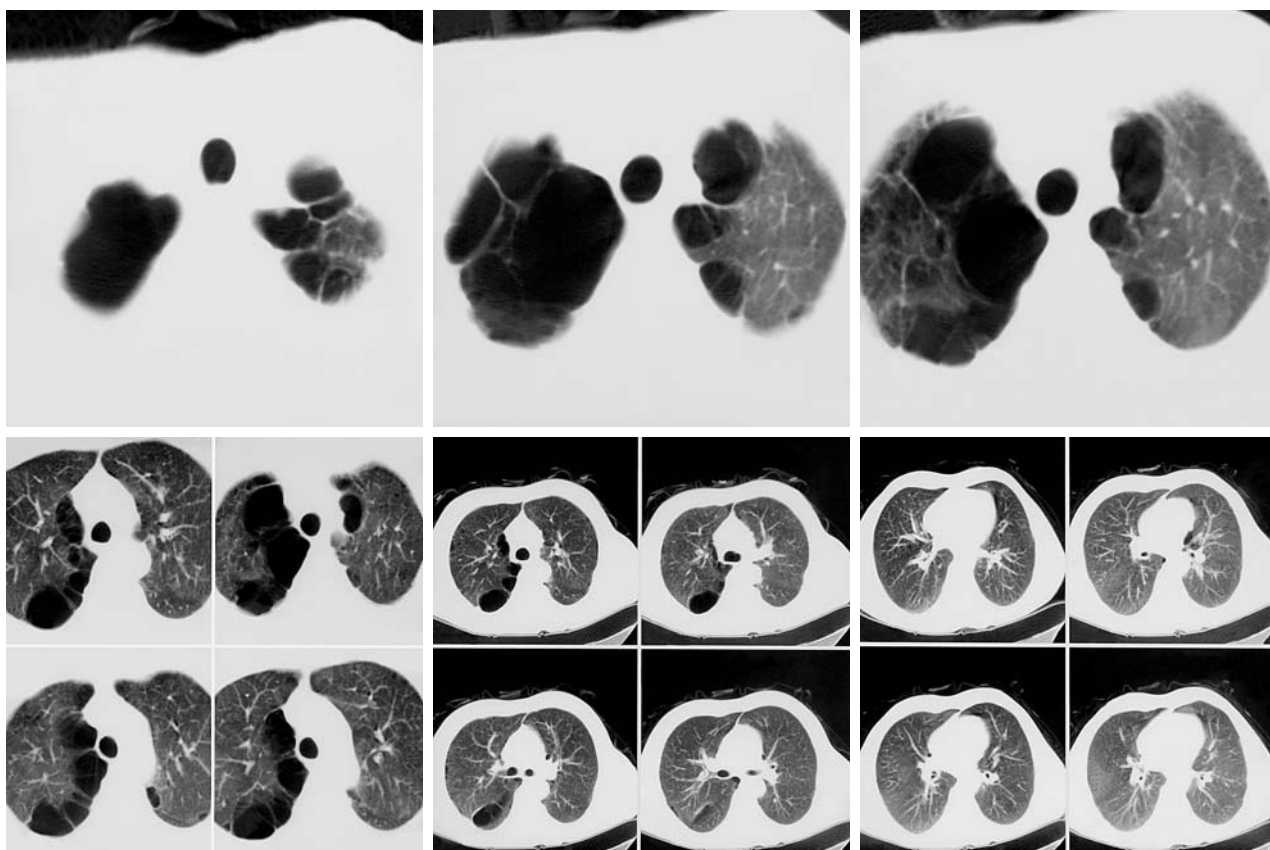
КТ-грамма больного К. с буллезной болезнью обоих легких, которому в последующем выполнена поэтапная резекция измененных участков легких с использованием эндостеплеров.
